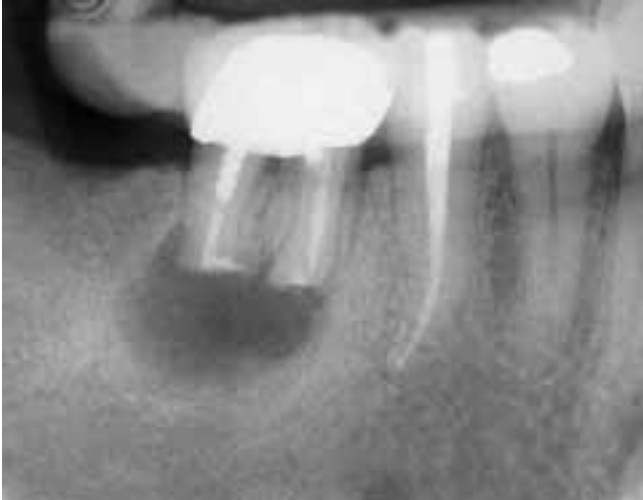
Fehlende periapikale Knochenneubildung nach WSR 46 vor drei Jahren. Im Röntgenbild sind die insuffizienten, nur flachen retrograden Wurzelkanalfüllungen gut sichtbar.
